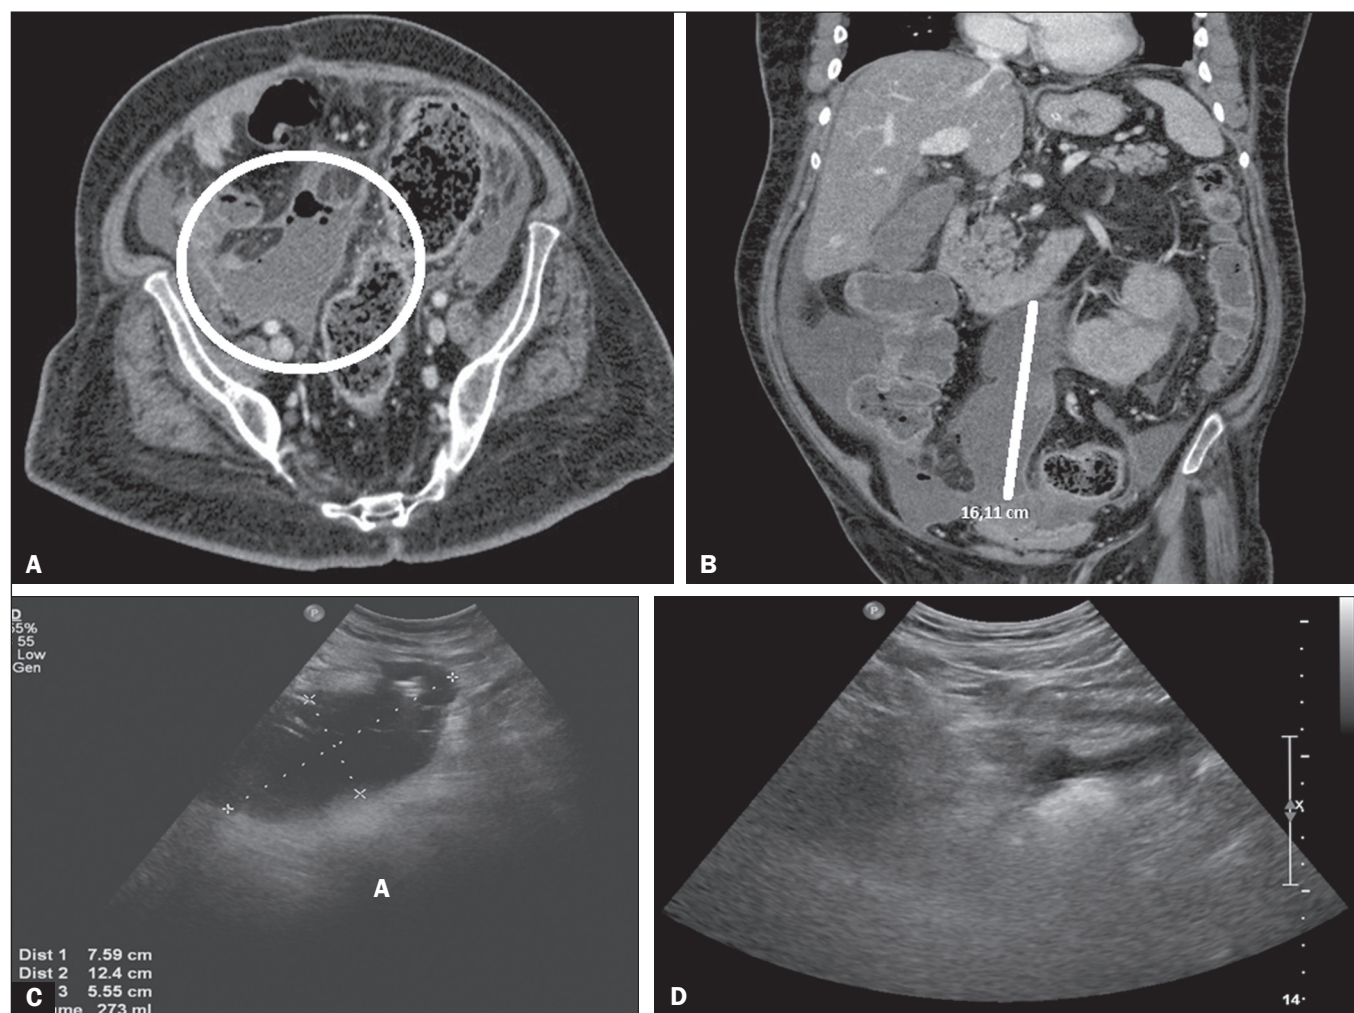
A,B: Tomografia computadorizada mostrando coleção intraperitoneal. C: Ultrassonografia seis dias após a drenagem da coleção demonstrando septos previamente à injeção de r-TPA. D: Ultrassonografia três dias após o término do ciclo de r-TPA mostrando resolução da coleção intra-abdominal.
